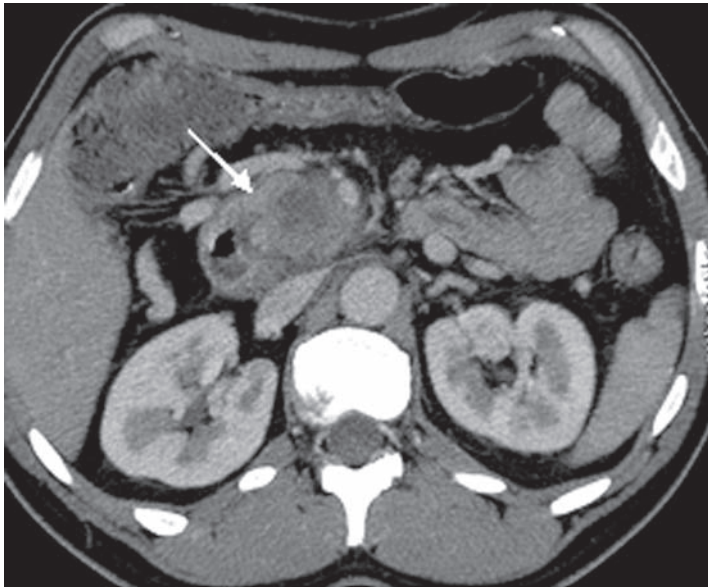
Adenocarcinoma de páncreas. TC tras la administración de contraste yodado: masa en cuerpo pancreático que deforma el contorno pancreático y produce atrofia de parénquima pancreático distal y dilatación de conducto pancreático principal distal.
